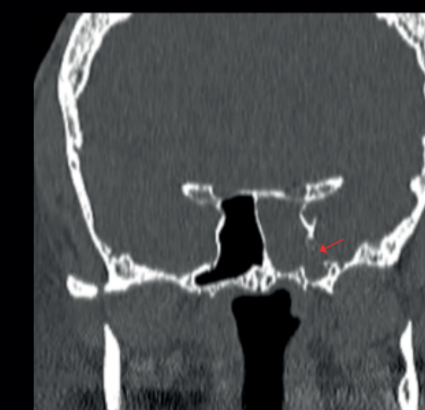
МСКТ околоносовых пазух. Коронарная реконструкция; Fig. 1. CT, paranasal sinuses. Coronal reconstruction.
